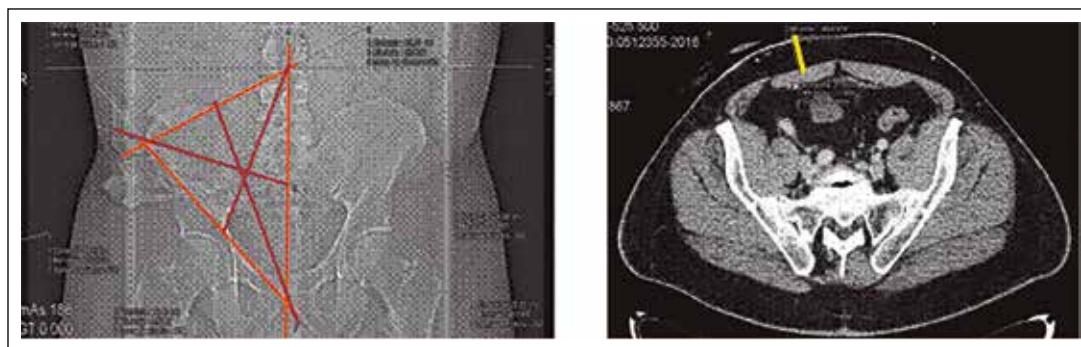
Medición del espesor del tejido celular subcutáneo por TC a nivel del punto ideal de ubicación del estoma.
